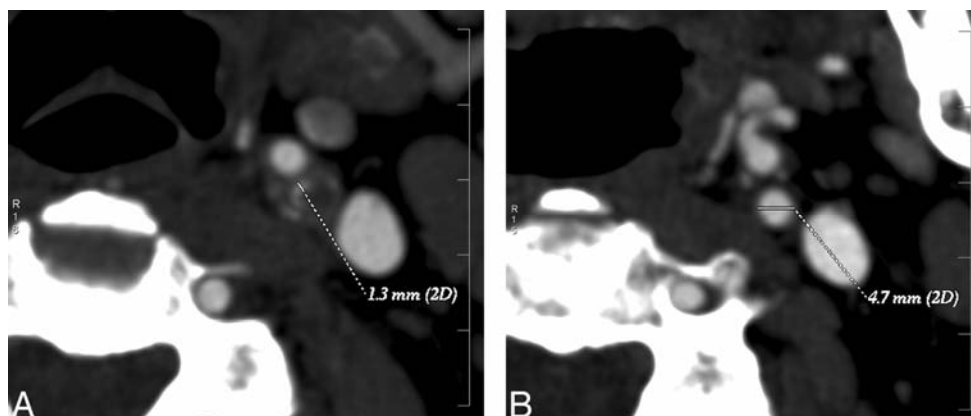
Evaluarea gradului de stenoză a arterei carotide interne la CT angiografie a imaginilor axiale după parametri: A - Stenoză maximală de ACI stânga, B - Diametru normal al vasului
